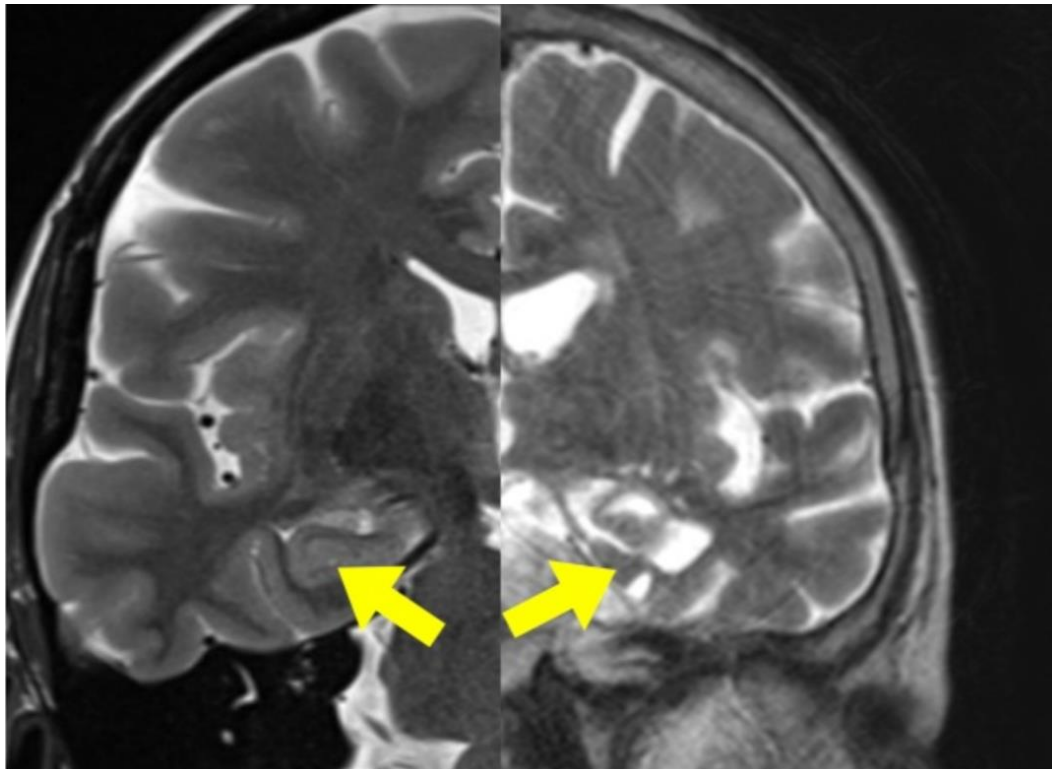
МРТ головного мозга: сравнительная характеристика структурных изменений при различных стадиях болезни Альцгеймера. Слева – здоровый головной мозг; в центре – средняя стадия болезни Альцгеймера; справа – тяжёлая стадия. Стрелками указан типичный признак заболевания – замещение мозговой ткани ликвором вследствие атрофии (по данным МРТ в режиме T2, аксиальная проекция)
